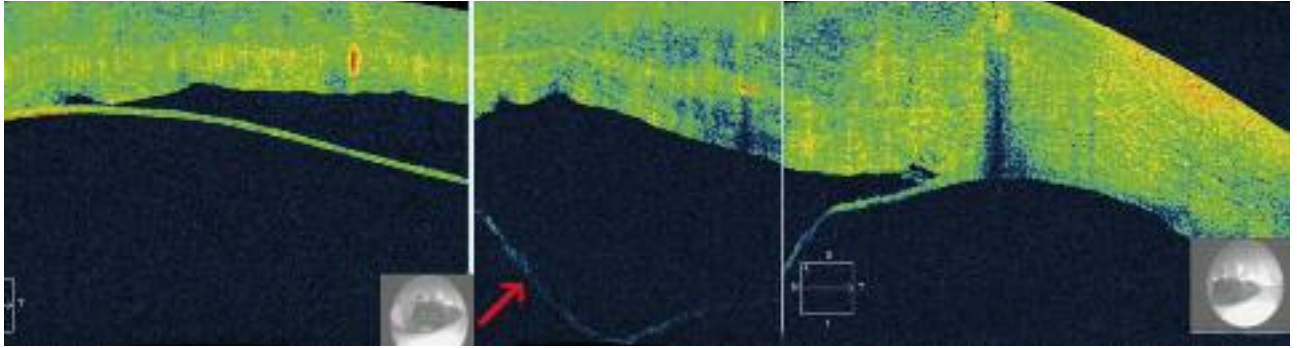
Composición de las imágenes obtenidas mediante tomografía, donde se observa el desprendimiento de la membrana de Descemet desde la periferia del injerto, formando un importante pliegue central. Asimismo se aprecia engrosamiento (edema) del injerto.
